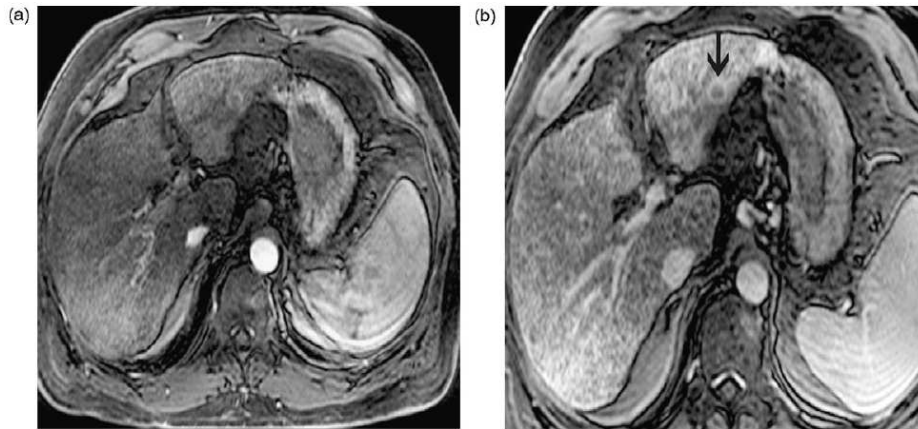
Courtesy of Dr. Cercueil, Dijon. Improved detection of hepatocellular carcinoma after intravenous administration of small particles of iron oxide. Axial gradient-echo gadolinium-enhanced fat-suppressed T1-weighted magnetic resonance imaging sequence both before (a) and after (b) administration of small particles of iron oxide shows that the small hepatocellular carcinoma (arrow) is seen only after administration of SPIO.
